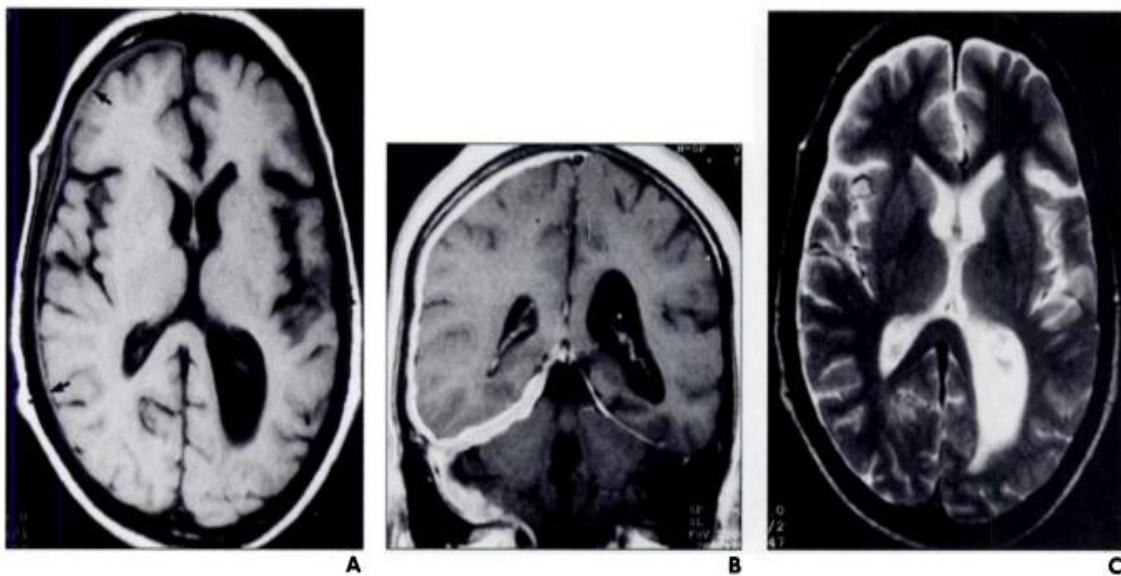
[78]: IRM cérébral chez un homme âgé de 51 ans
